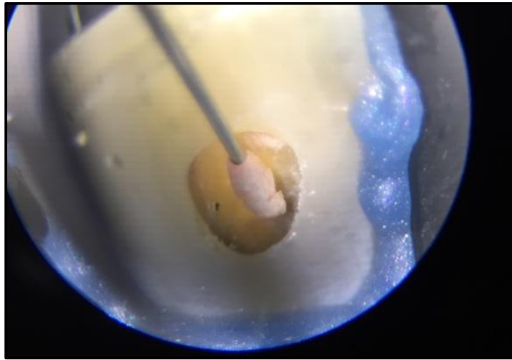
Inseto Thermasonic - Helse Ultrasonic SP – Brasil.
